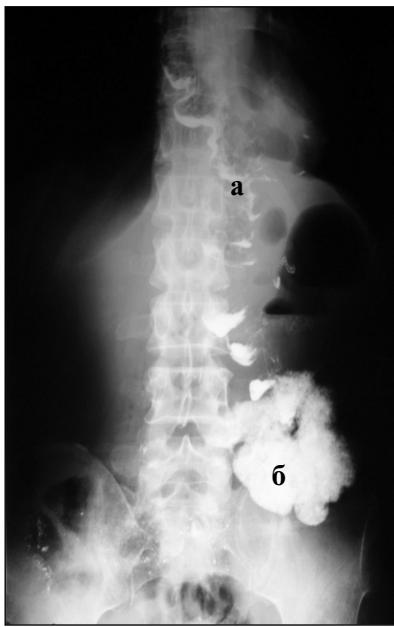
Рентгенограмма пациента К. с синдромом провисания трансплантата:
